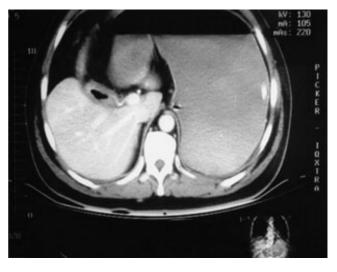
Tomografía computada de abdomen. Aire en vesícula biliar.
